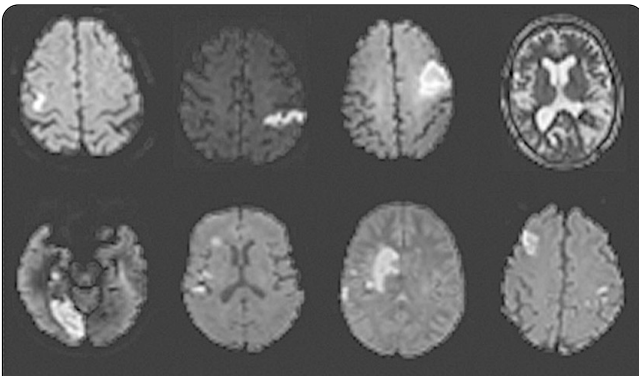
МРТ-ознаки гострого інфаркту, пов'язаного з кардіогенною емболією.
